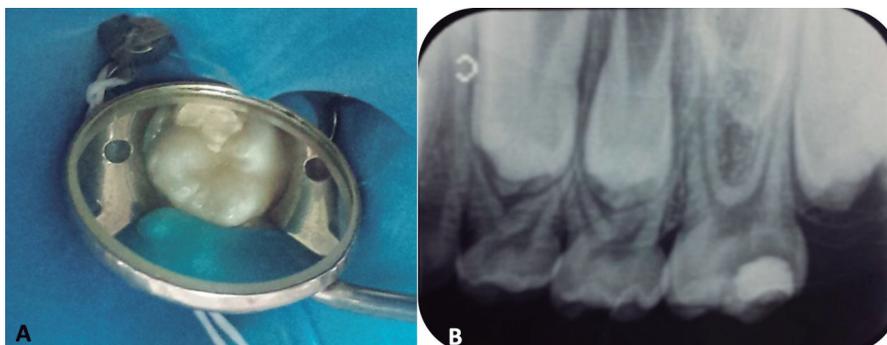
(A) Aspecto clínico e (B) radiografia inicial do primeiro molar superior esquerdo.
